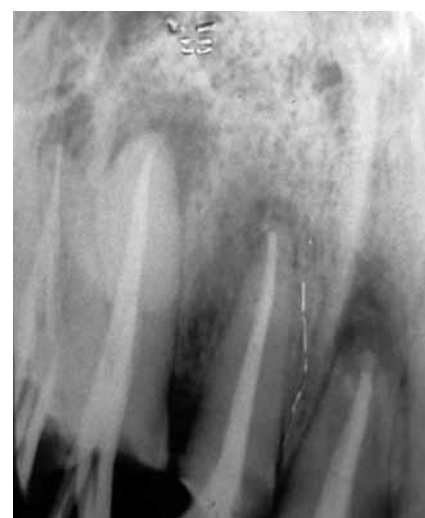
Radiografía preoperatoria en donde se observan los elementos 11 y 12.
